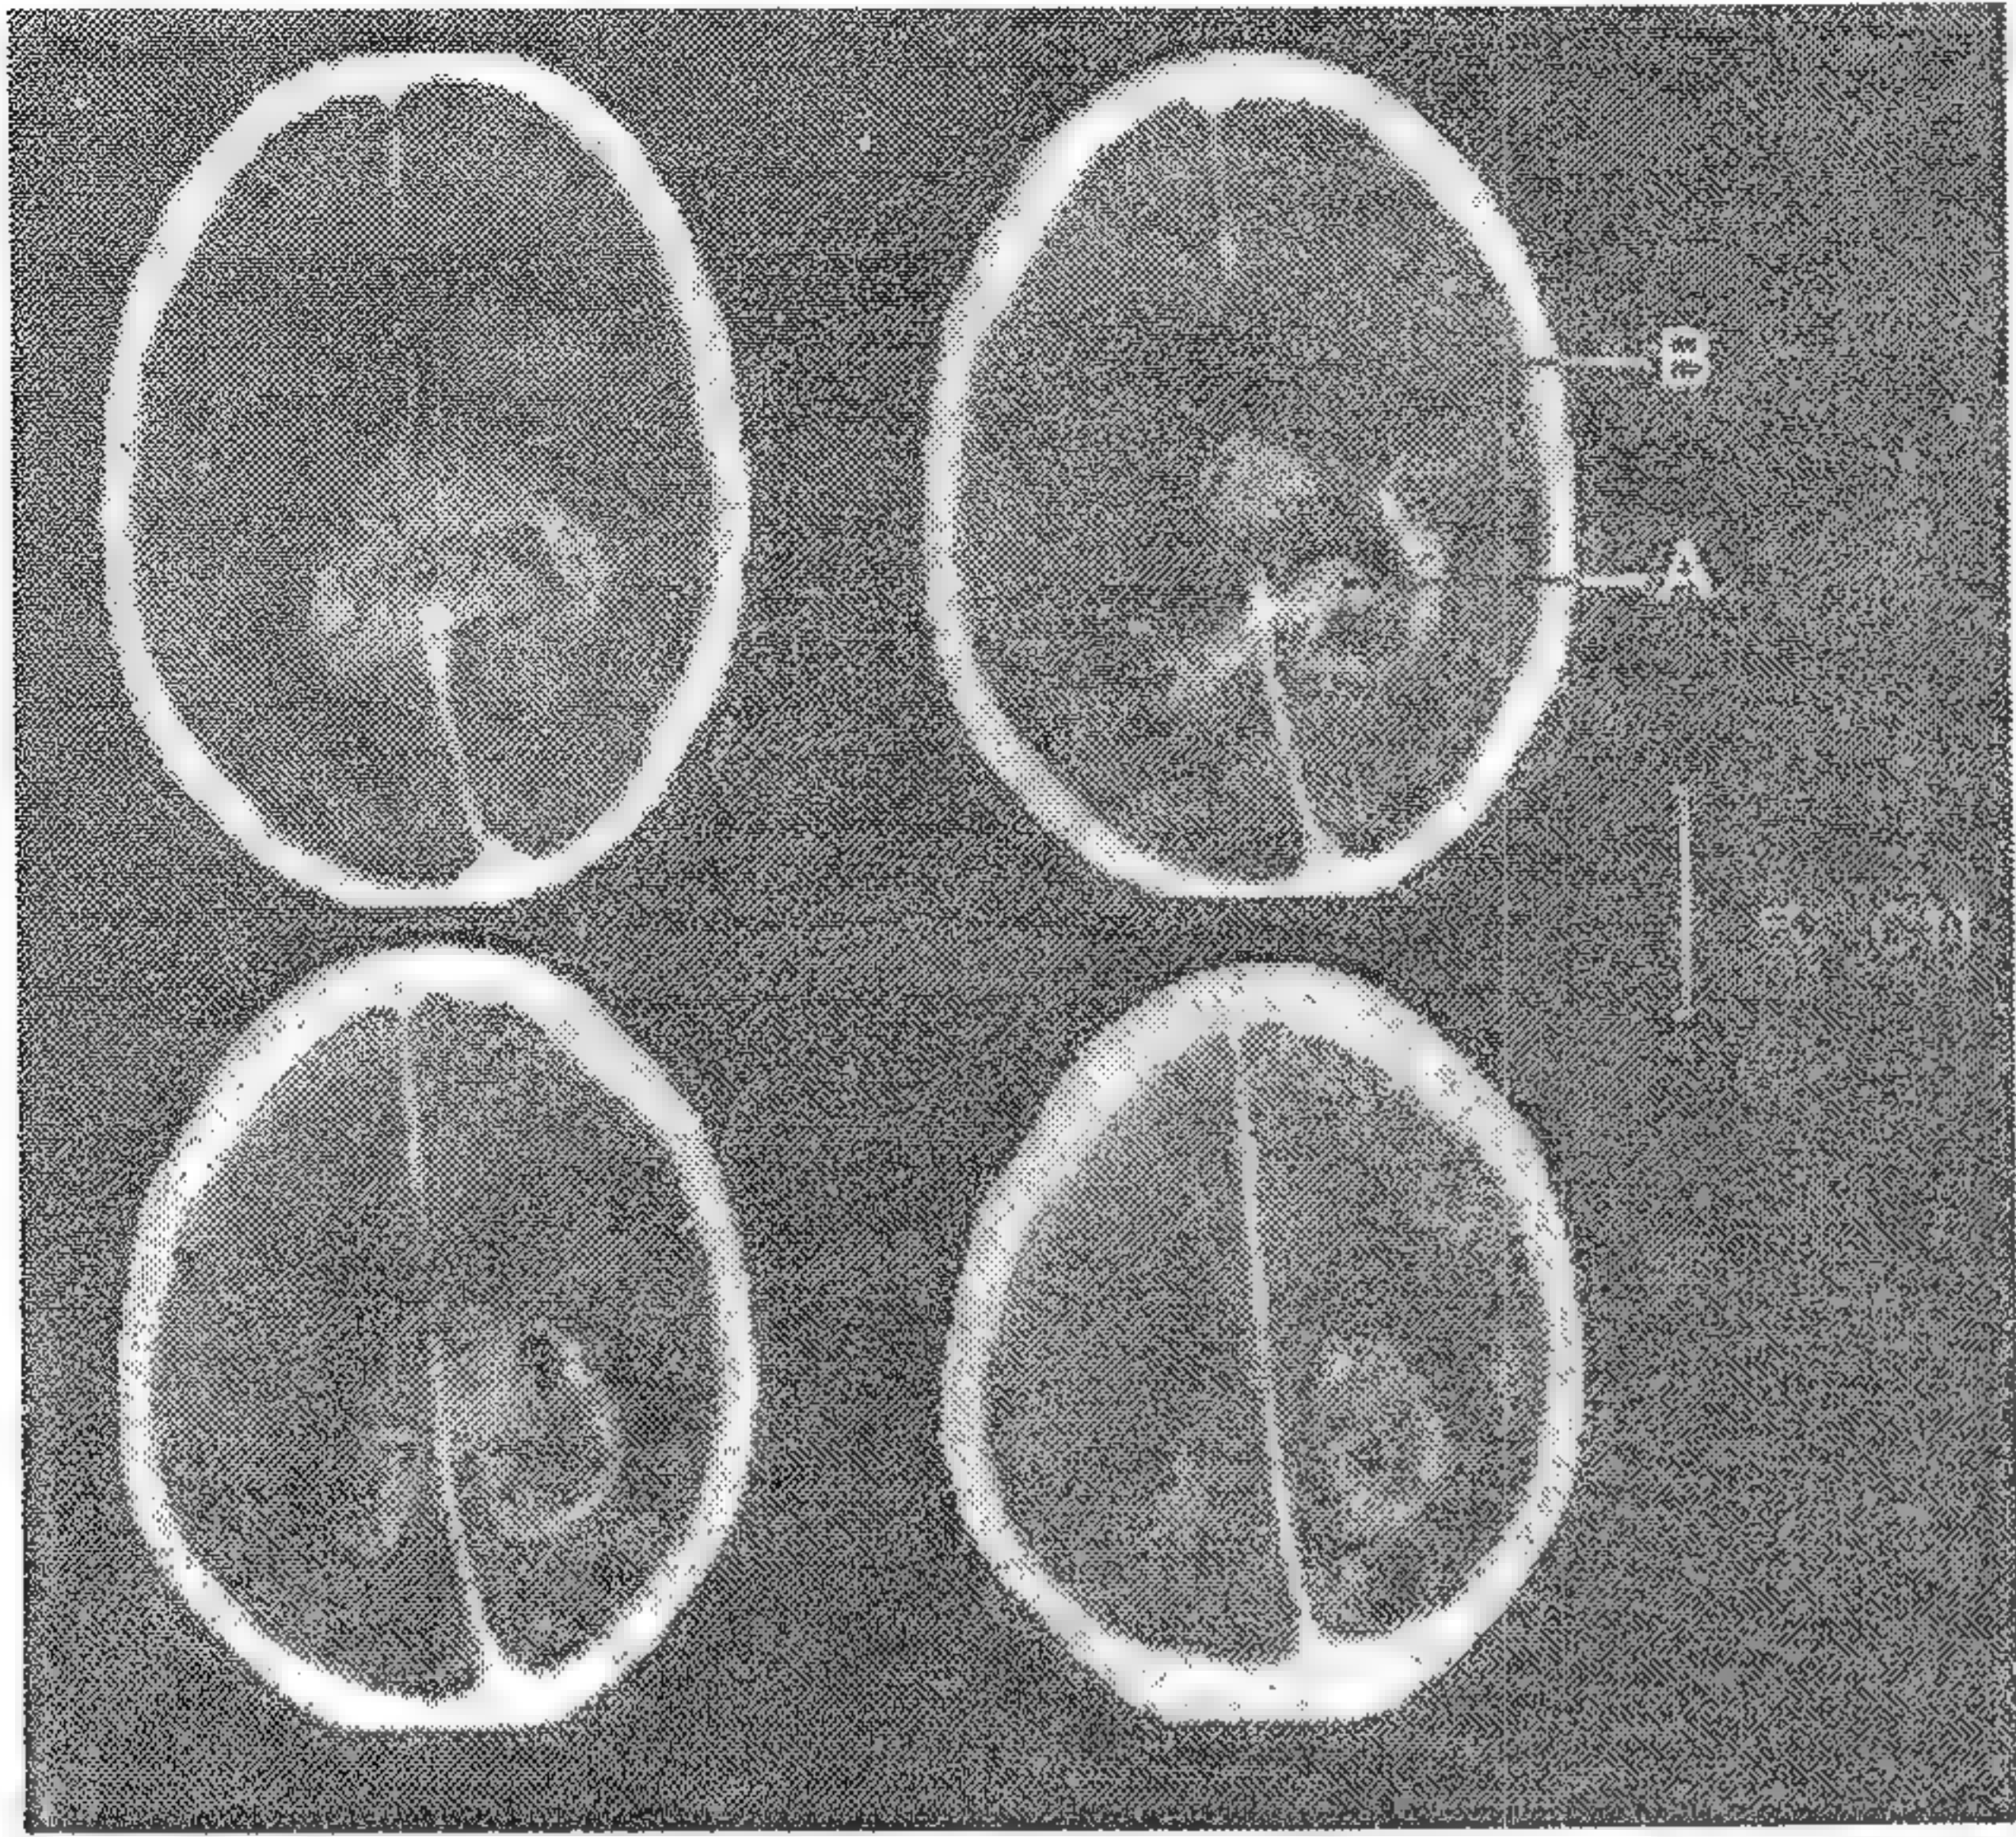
CT cu contrast care arată un gliom malign "în fluture" (săgeata A) trecând linia mediană pe la nivelul porțiunii posterioare a corpului calos. A se nota compresia cu deplasare a ventriculului lateral (B).
